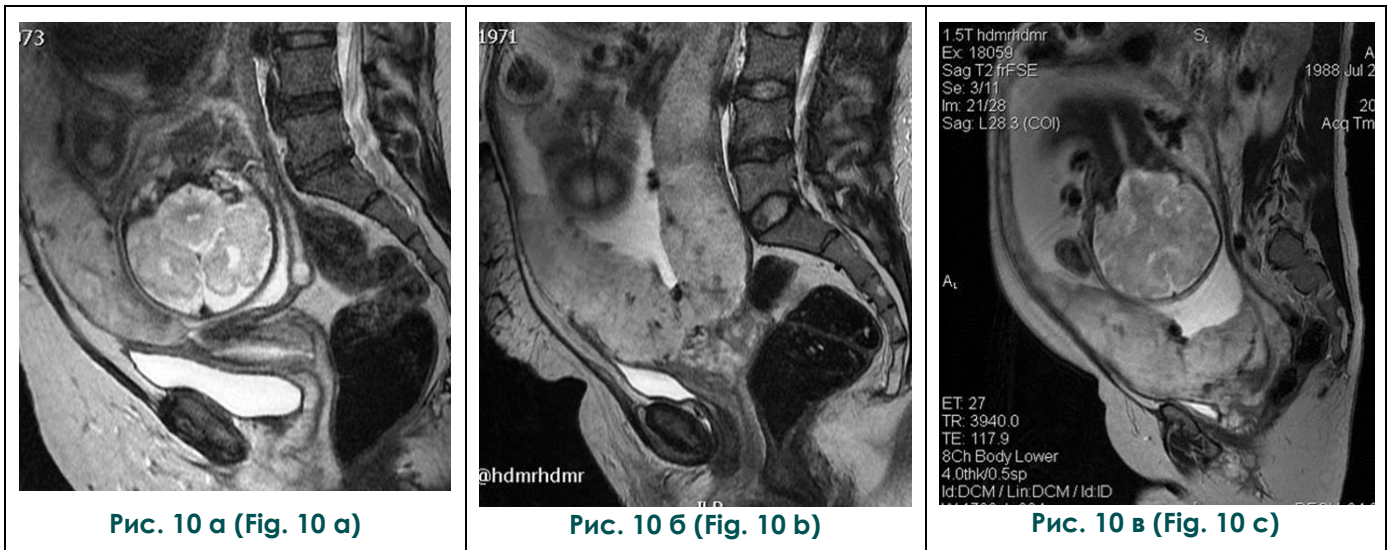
МРТ, сагиттальная плоскость, T2-ВИ.
